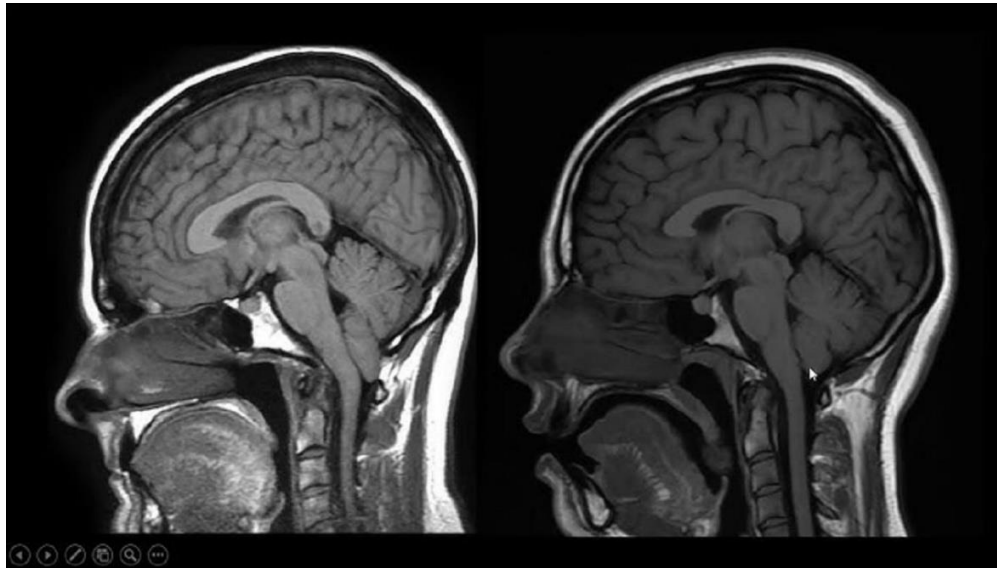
Imagem de duas ressonâncias magnéticas do encéfalo em corte sagital, que demonstra a diferença entre a estrutura normal (imagem B) e outra estrutura com a presença da Malformação de Arnold Chiari tipo I (imagem A). Fonte: Aventuras na História (2024).
